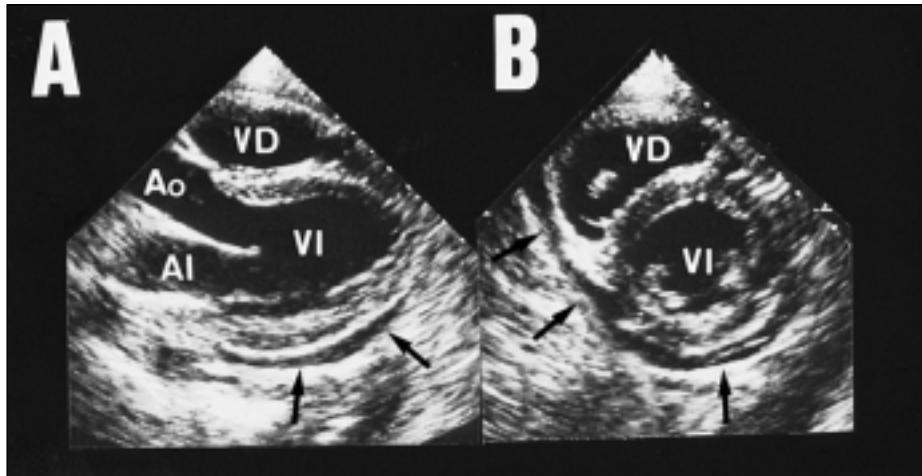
Ecocardiografía transtorácica plano paraesternal eje largo (A) y eje corto (B). Se aprecia un derrame pericárdico (flechas), localizado en cara posterior e inferior de ambos ventrículos. Abreviaturas: VD ventrículo derecho; Ao aorta; VI ventrículo izquierdo; AI aurícula izquierda.
